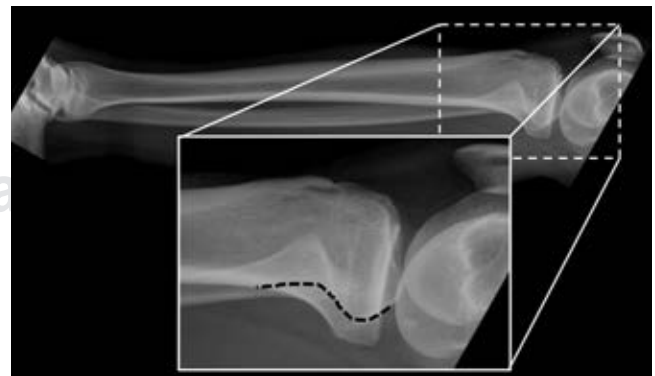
Radiografía lateral de pierna realizada en el servicio de urgencias. Se ha demarcado la línea de Resnick (línea negra discontinua), que se aprecia posterior a la cabeza fibular, indicando una luxación tibiofibular proximal anterior.
